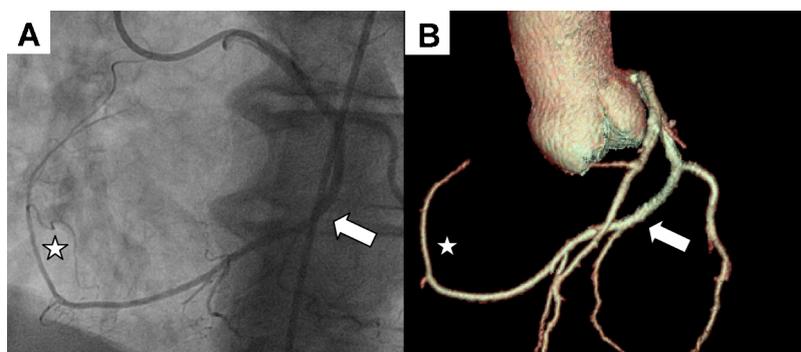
Image angiographique (panel A) et tomographique (panel B) d'une artère coronaire unique avec absence d'ostium coronaire droit et présence d'une artère coronaire droite (étoile) connectée à l'artère circonflexe (flèche).
